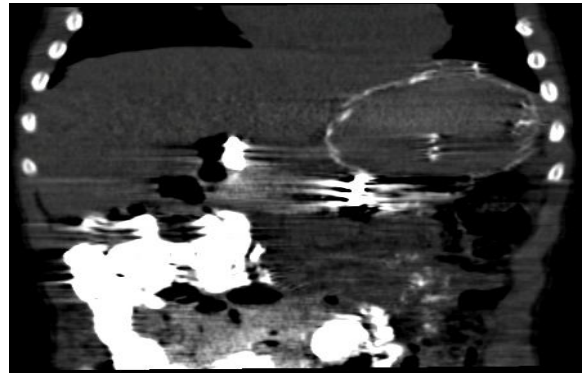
TC de abdome do primeiro dia de internação, cuja interpretação foi prejudicada pela presença de bário.
